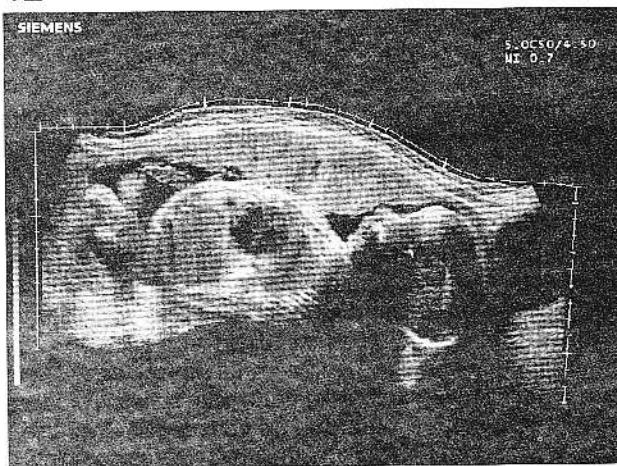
Ecografie panoramică a fătului.
